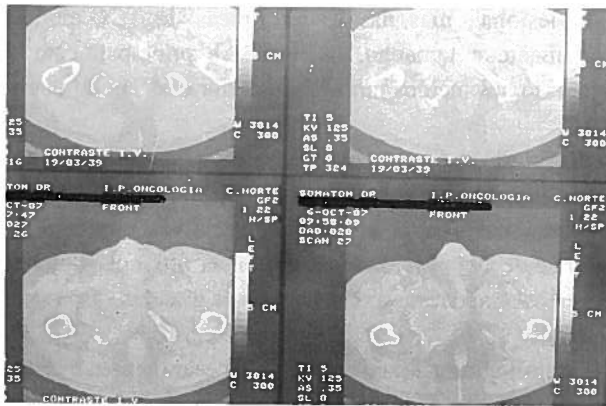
TAC pélvica de 6-10-87 (cerca de meio ano após o tratamento)
